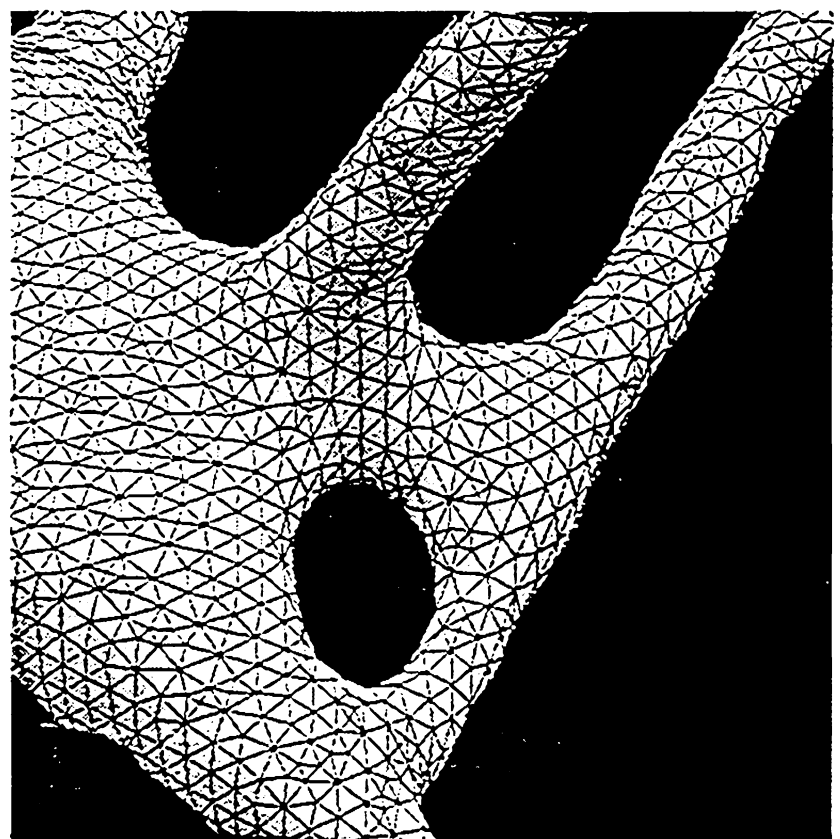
μ CT-Bild der trabekulären Struktur eines lumbalen Wirbelkörpers
